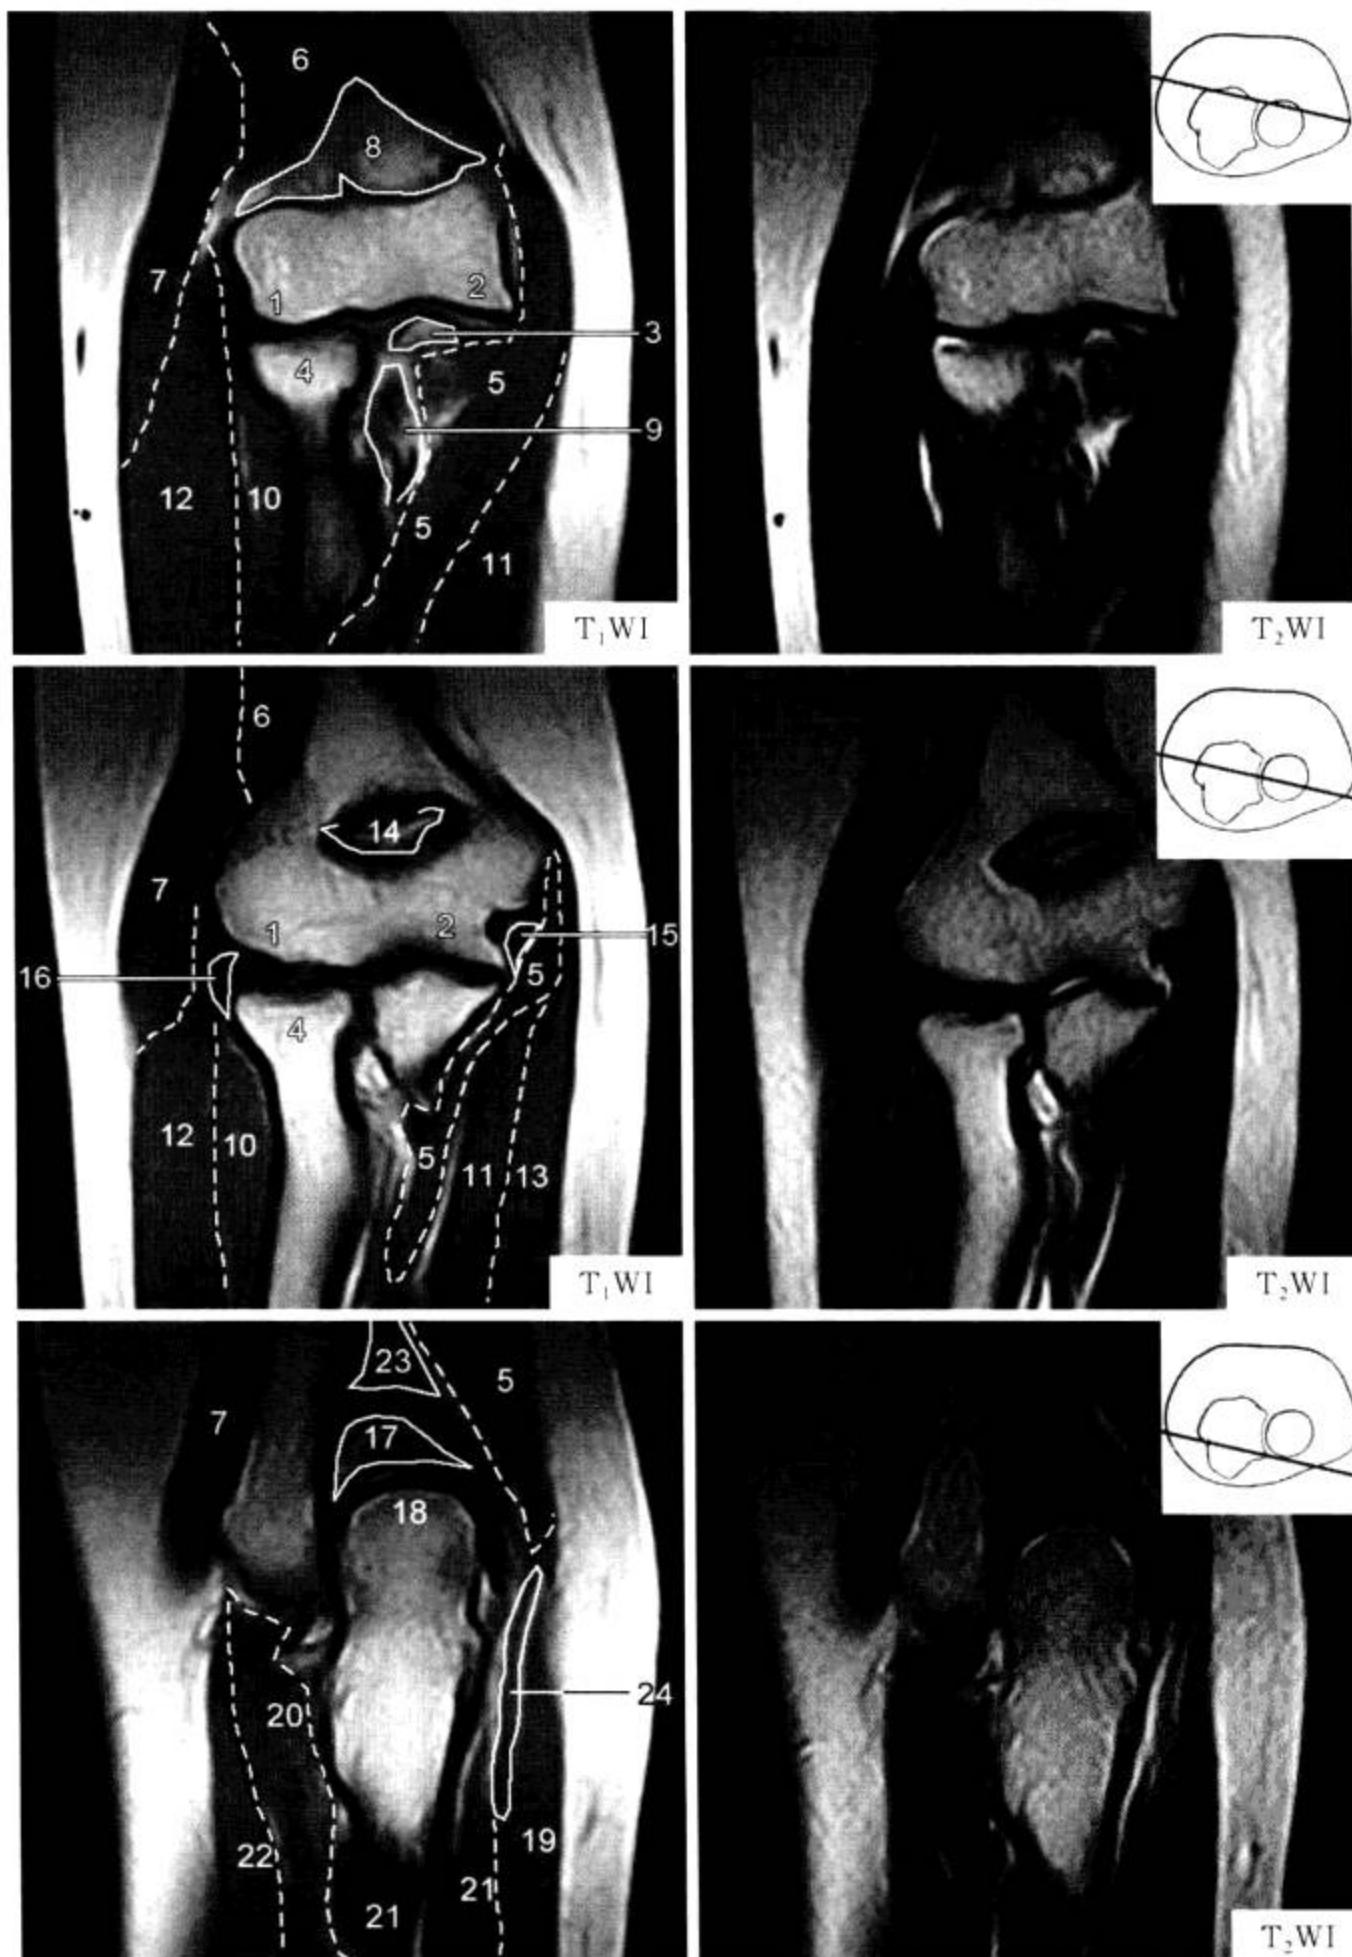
肘关节 MRI 冠状面 (T<sub>1</sub>WI)
